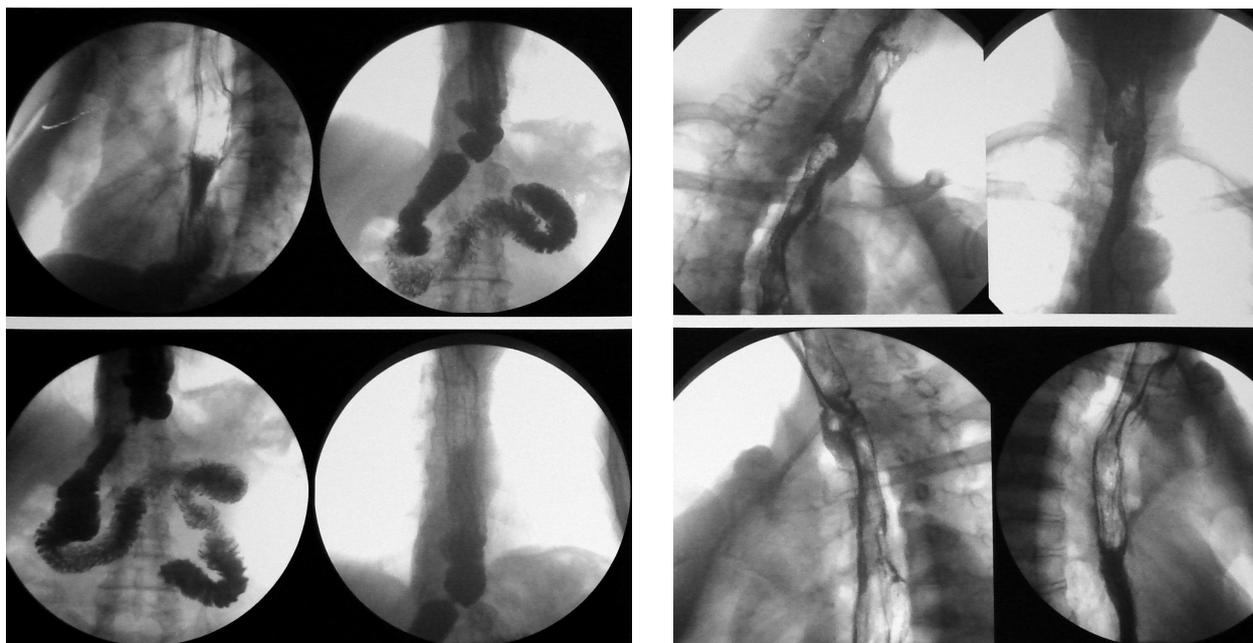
Рентгенограммы пищевода, пищеводно-желудочного анастомоза на шее, искусственного пищевода из целого желудка (грудной желудок), привратника и двенадцатиперстной кишки от 11.06.2010 г. Пояснения в тексте.
